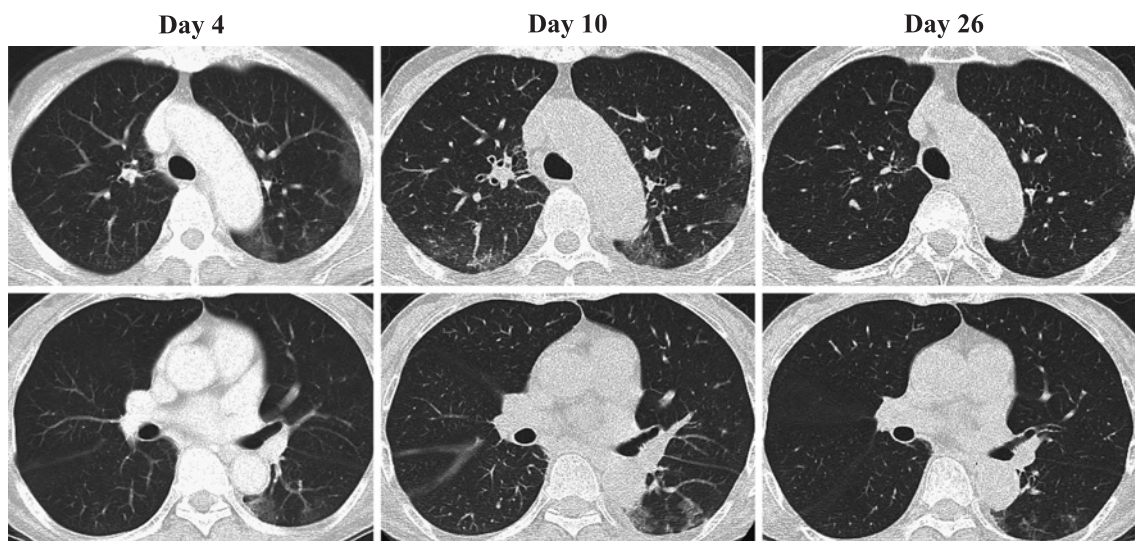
Chest HRCT, showing ground-glass opacities (GGO) on the 4th hospital day. The area of GGO spreaded and increased in intensity on the 10th hospital day. Combination therapy of prednisolone (40 mg/day) and cyclosporin-A (150 mg/day) was initiated, and the GGO decreased on the 26th hospital day.
